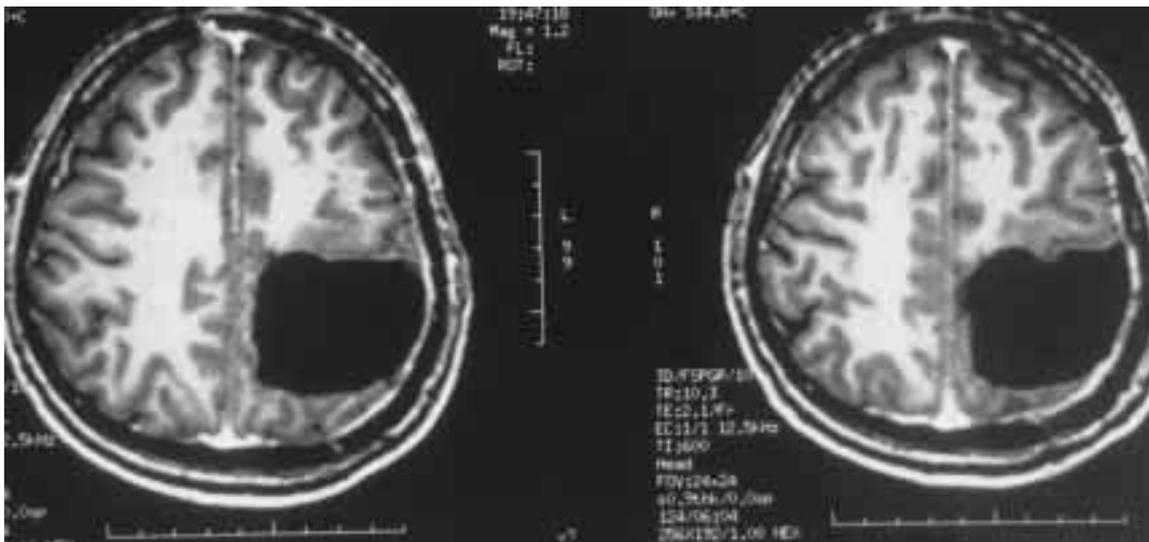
Coupes axiales d'IRM du 12^e mois postopératoire, montrant la résection lésionnelle allant jusqu'au sillon rolandique vers l'avant – ayant donc intéressé l'aire somato-sensorielle primaire – chez un patient ayant un déficit somesthésique postchirurgical immédiat, secondairement régressif en 3 mois.
